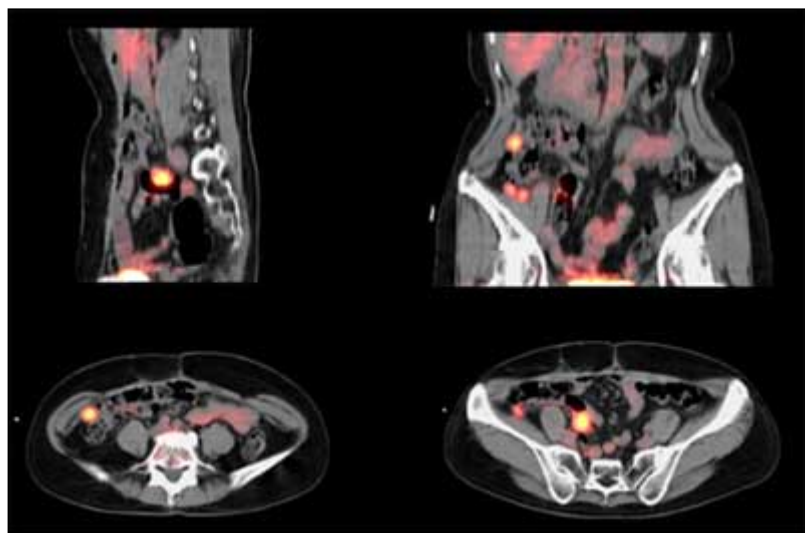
PET-CTによるPET画像とX線CT画像の重ね合わせ画像(fusion image)
